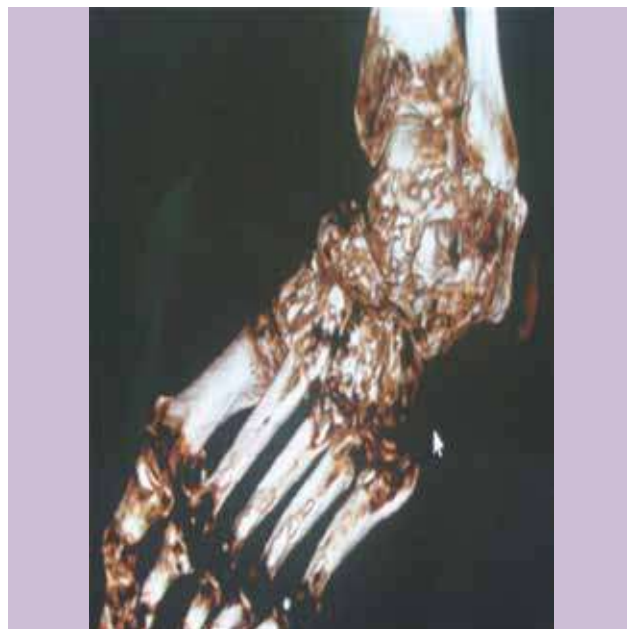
Caso 2. TAC de pie: daño óseo importante.
